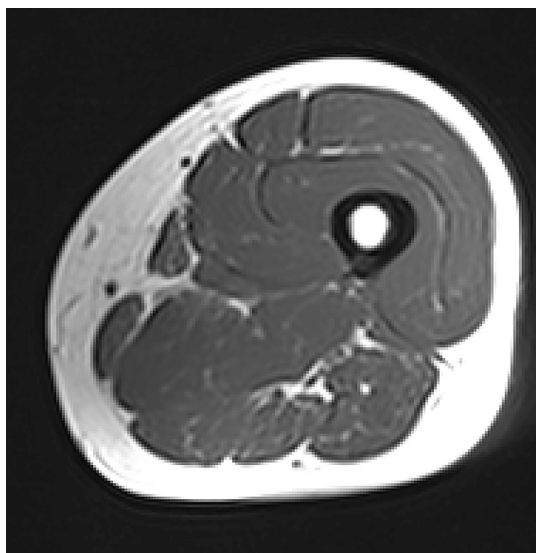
Cross-sectional area (CSA) of the mid-thin was measured by magnetic resonance imaging scans
